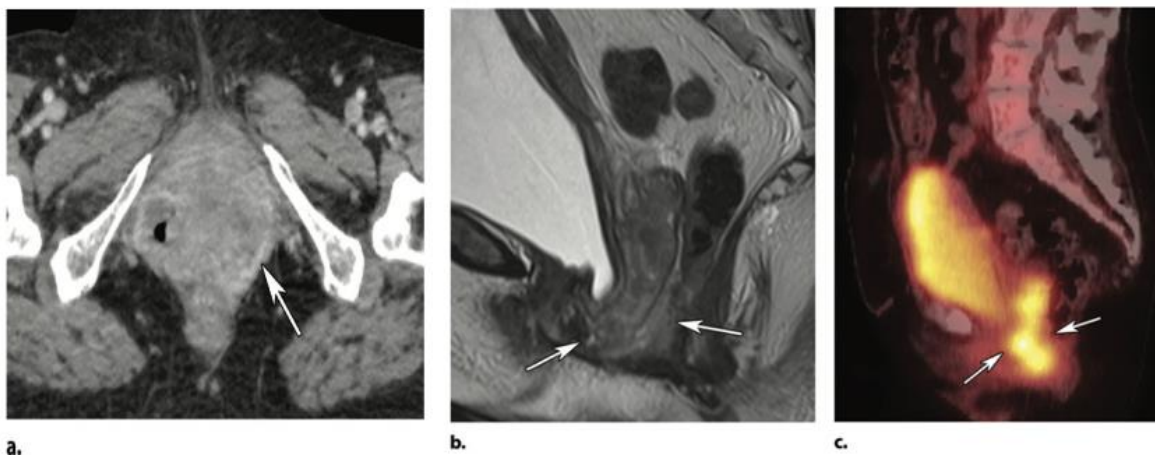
Adénocarcinome vaginale chez une patiente de 75 ans ayant comme antécédent un cancer du col de l'utérus traité par RCC, les images pelviennes de la TDM (a), de l'IRM (b) et du PET-SCANN (c) montrent une masse se rehaussant de manière hétérogène au niveau vaginal qui s'est avérée être un adénocarcinome après étude anatomopathologique (1).
